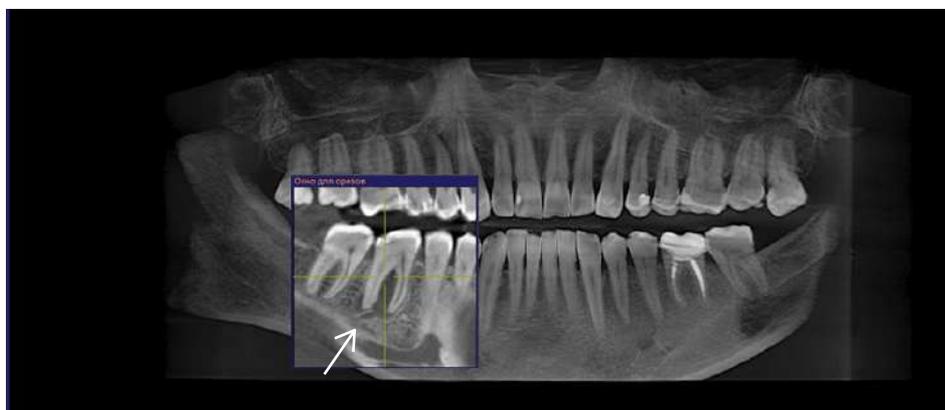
Рентгенологическая картина состояния твердых тканей зуба 4.6 и тканей периодонта до начала эндодонтического лечения с использованием КЛКТ в проекции панорамы.
